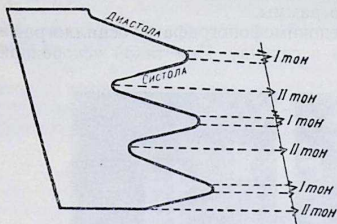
Отношение рентгенокимозубца к тонам сердца: слева — изображена часть кривой, записанной рентгеновыми лучами в виде зубцов, характеризующих расширение (диастолу) сердца и сокращение (систола); справа — записаны тоны сердца.
